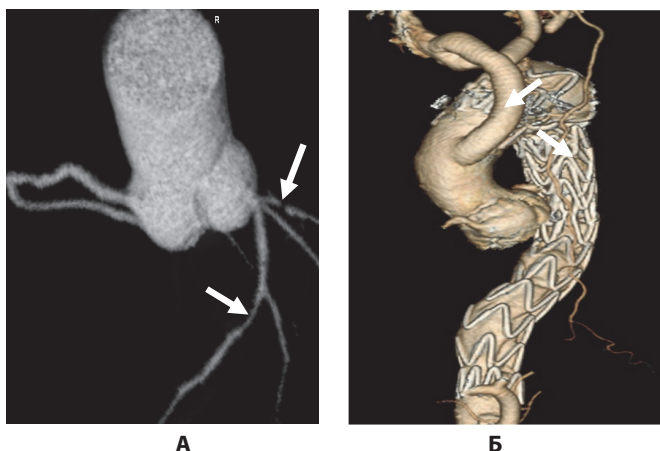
А — КТ-сканирование корня аорты и коронарных сосудов (стрелками указаны стенозы), Б — стент-графт дуги и нисходящей аорты с переключением брахиоцефального ствола (указан стрелкой)
